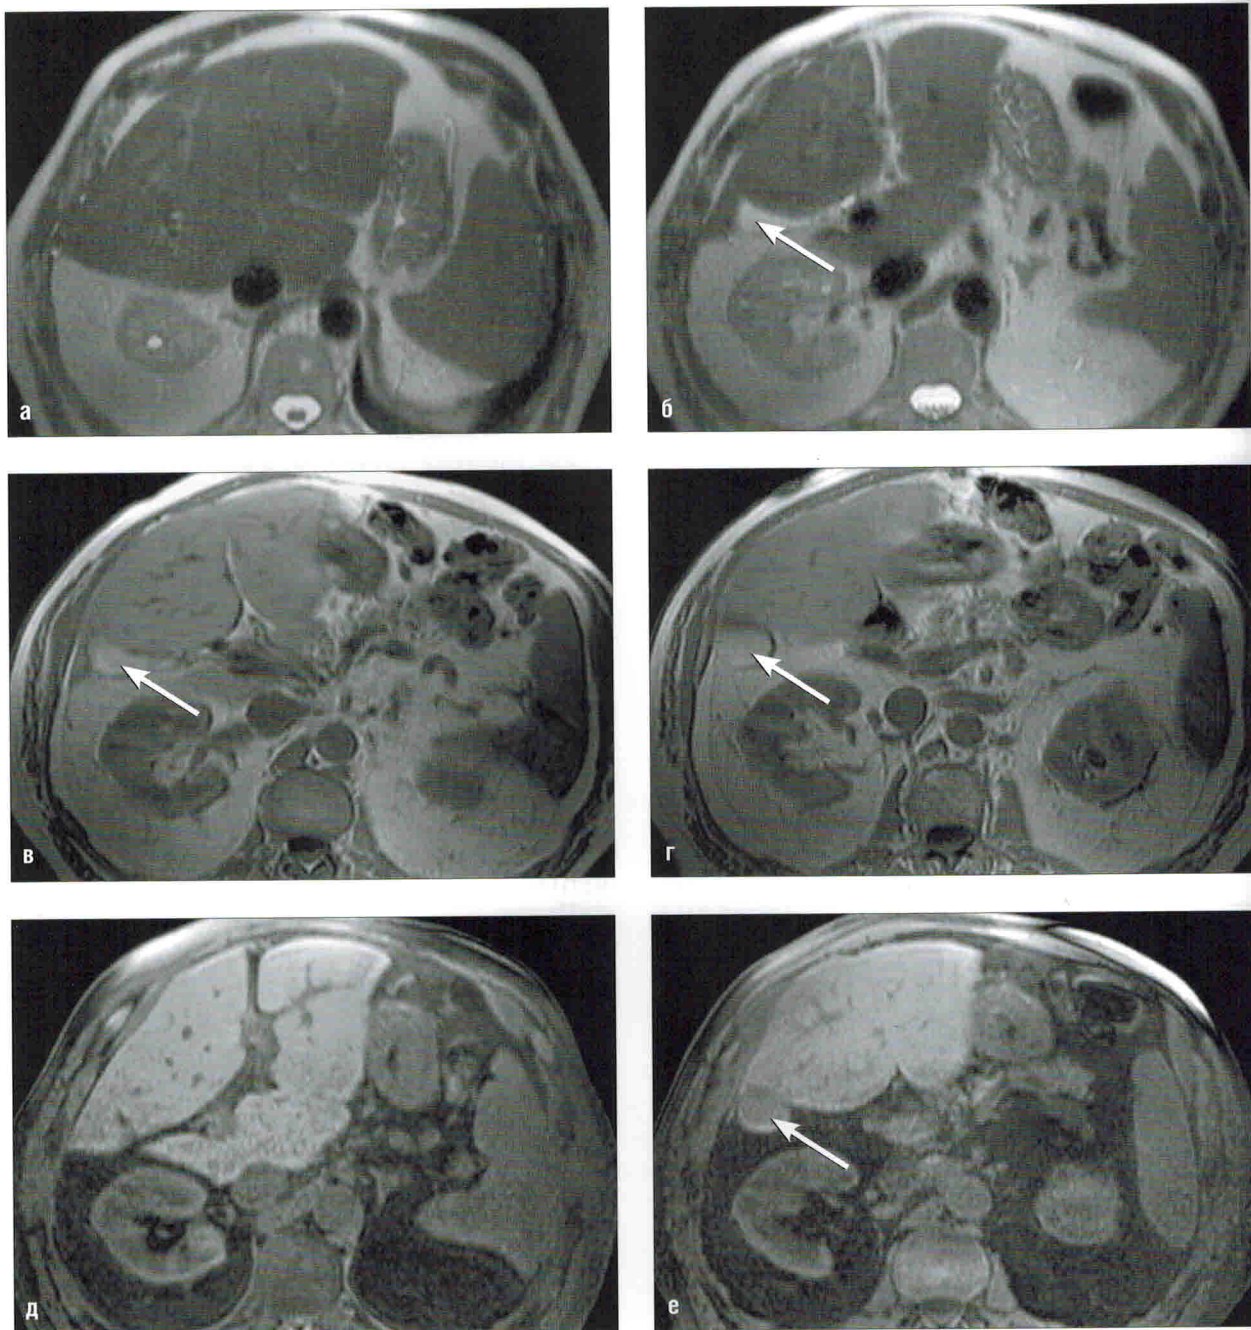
Гипоплазия правой доли печени. МРТ:
